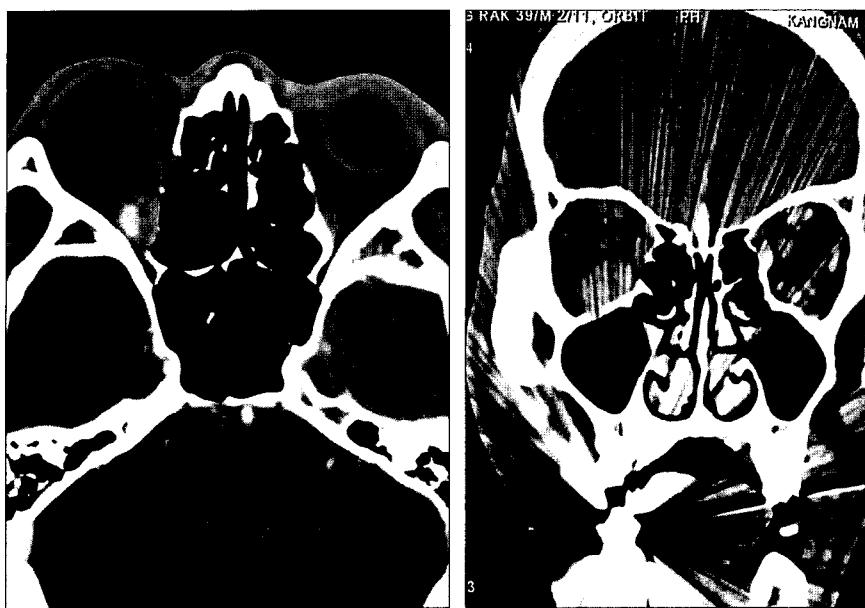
Initial CT taken 3 months after falling down injury. (Left) axial view. (Right) coronal view.
